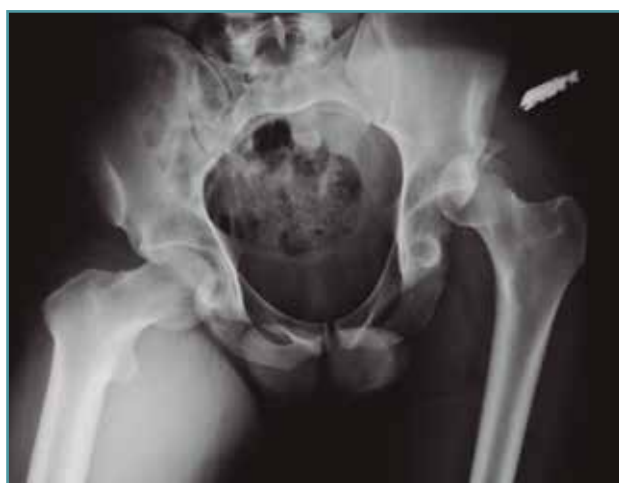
Radiografía anteroposterior de pelvis donde se muestra la luxación posterior de la cadera izquierda.
